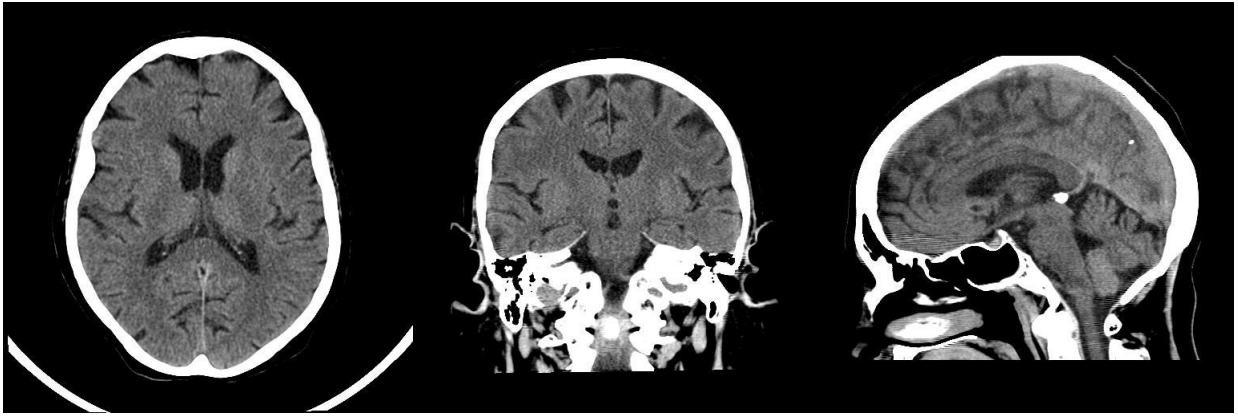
Компьютерная томография головного мозга (пациент Б.)
